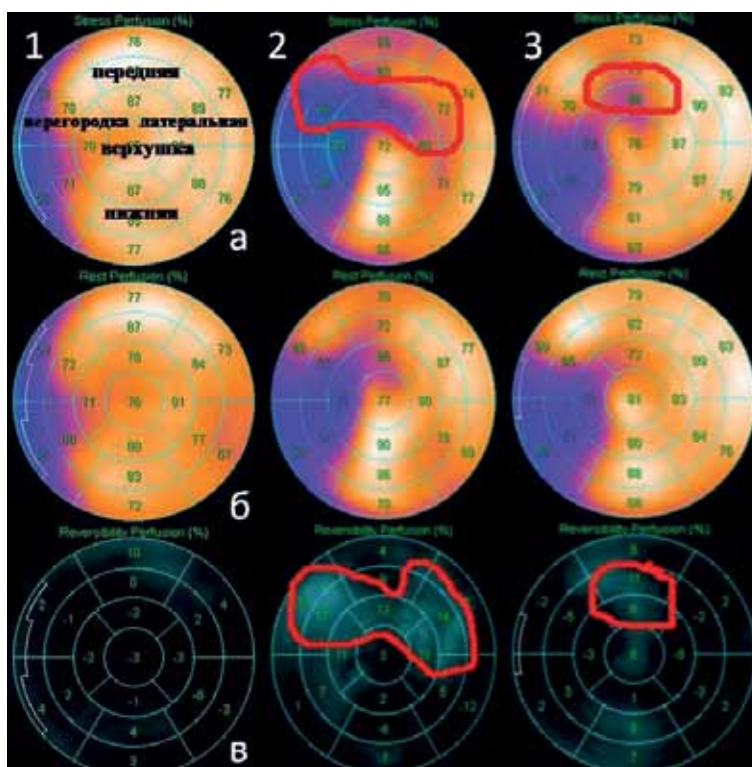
Однофотонная эмиссионная компьютерная томография сердца с метокси-изобутил-изонитрилом, меченым технецием на высоте нагрузки (велозргометрия): 1- норма; 2- до стентирования; 3- после стентирования. а- перфузия при нагрузке, б- перфузия в покое, в- отличия перфузии (ишемия)
